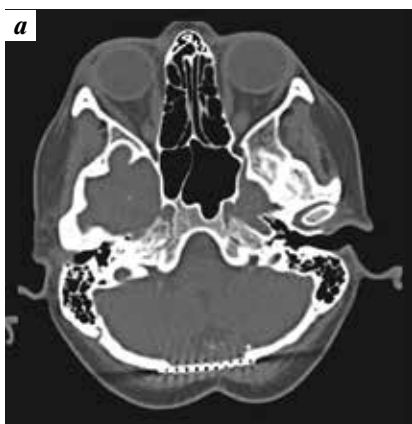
Компьютерная томография головы пациентки К. через 1 год после операции, с 3D-реконструкцией, аксиальный (а), сагиттальный (б) срезы и трехмерная реконструкция (в). Удовлетворительное стояние титановой пластины в области дефекта затылочной кости. Новых зон костной деструкции не выявлено
